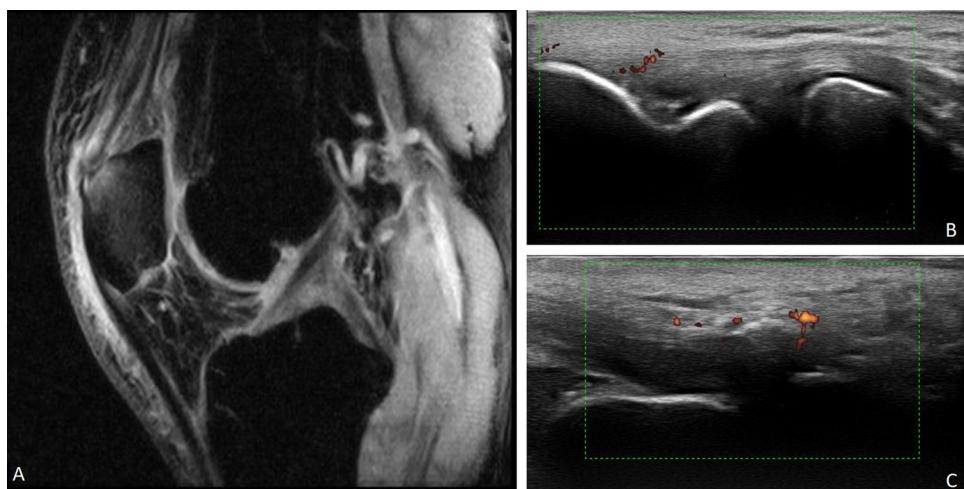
A. Coupe sagittale IRM pondérée en T2 avec suppression de graisse montrant un hypersignal de la portion distale épaissie du tendon quadricipital avec une enthésopathie calcifiante et un œdème de la moelle osseuse au niveau de la rotule. Un œdème des tissus mous périenthésiques et une bursite prépatellaire sont également observés. B. l'échographie longitudinale de l'épicondyle latéral droit retrouve un épaississement moyen hypoéchogène du tendon extenseur commun s'accompagnant de calcifications et d'une hypervascularisation au site d'insertion de grade 1 en mode doppler puissance. C. l'échographie longitudinale de l'insertion du tendon d'Achille montre un épaississement moyen hypoéchogène du tendon et la présence d'un enthésophyte et d'une hypervascularisation au site d'insertion de grade 1 en mode doppler puissance.
